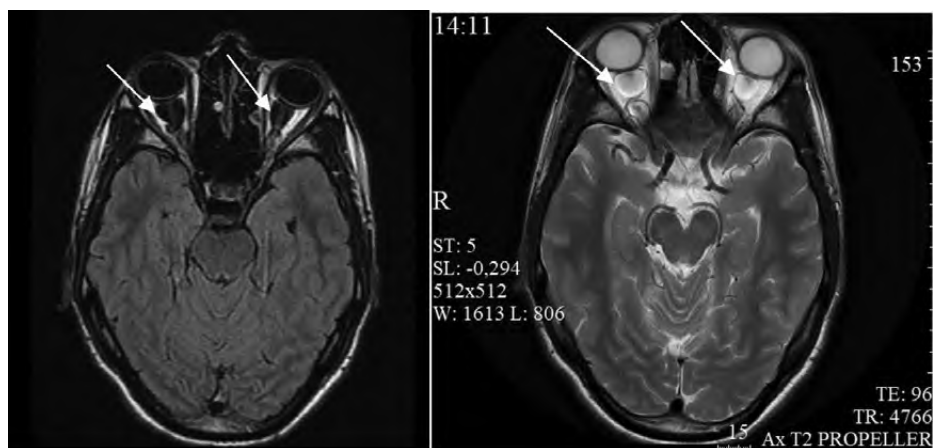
МРТ-картина двусторонних кистовидных расширений периневральных пространств орбитальной части зрительных нервов
